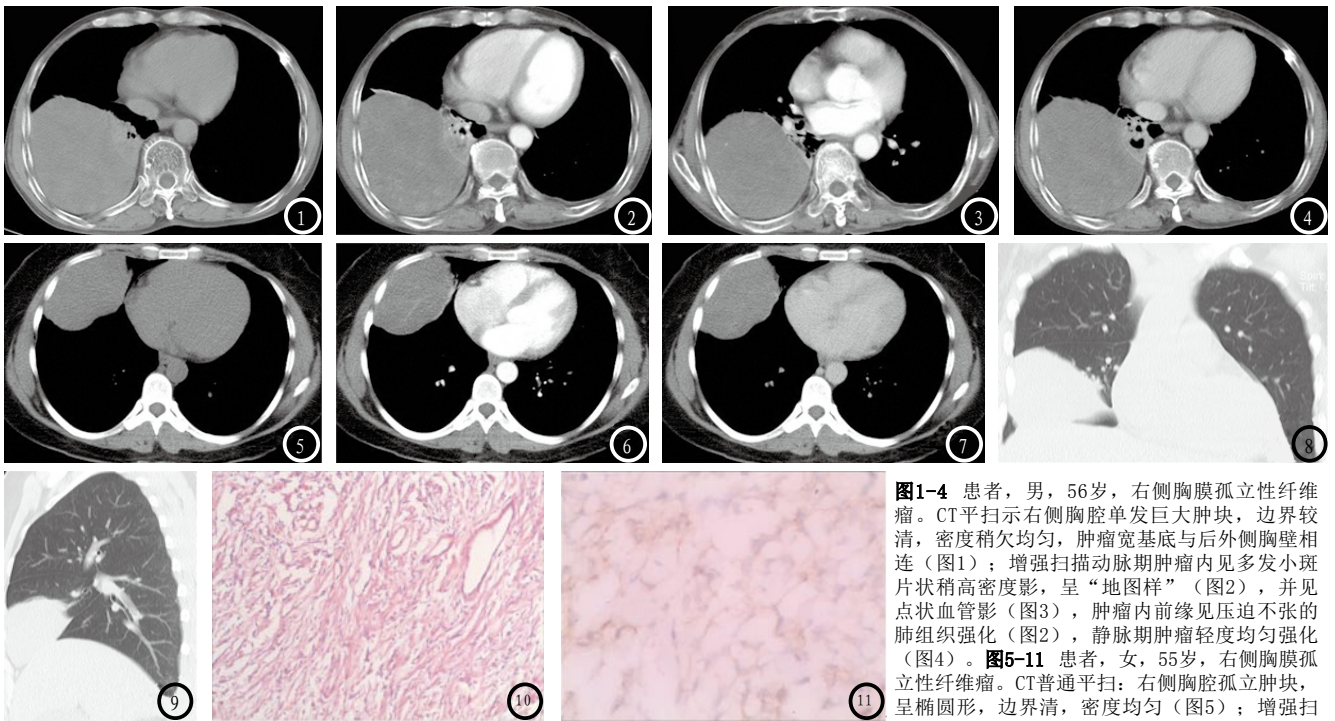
~4 患者,男,56岁,右侧胸膜孤立性纤维瘤。CT平扫示右侧胸腔单发巨大肿块,边界较清,密度稍欠均匀,肿瘤宽基底与后外侧胸壁相连(图1);增强扫描动脉期肿瘤内见多发小斑片状稍高密度影,呈“地图样”(图2),并见点状血管影(图3),肿瘤内前缘见压迫不张的肺组织强化(图2),静脉期肿瘤轻度均匀强化(图4)。图5~11 患者,女,55岁,右侧胸膜孤立性纤维瘤。CT普通平扫:右侧胸腔孤立肿块,呈椭圆形,边界清,密度均匀(图5);增强扫描动脉期肿瘤轻度强化,并见“权状”血管影(图6),静脉期肿瘤轻度均匀强化;CT冠状位、矢状位重建,肿瘤宽基底与外侧胸壁相连接,外上缘以水平裂为界,后下缘以斜裂为界(图8,9);肿瘤细胞表现为短状、梭状大片排列,由纤维性间质分隔,呈现分布不均状态。(HE×200)(图10);免疫组化:肿瘤细胞Bcl-2(+).(图11)。
